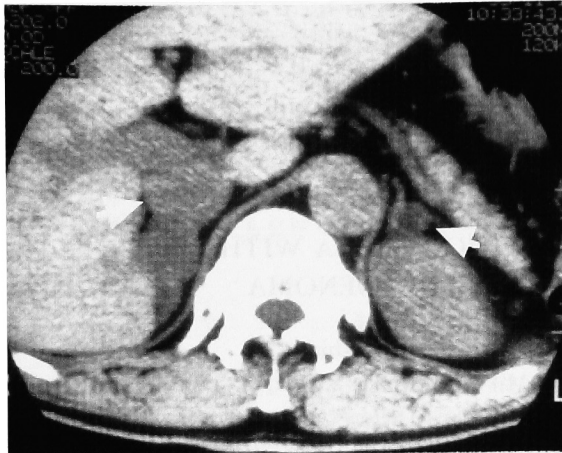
CT revealed bilateral adrenal swelling. The right adrenal gland showed a low density area, 2.5×3.5 cm in size (arrow). The left gland was slightly swollen with a small low density area (arrow).
